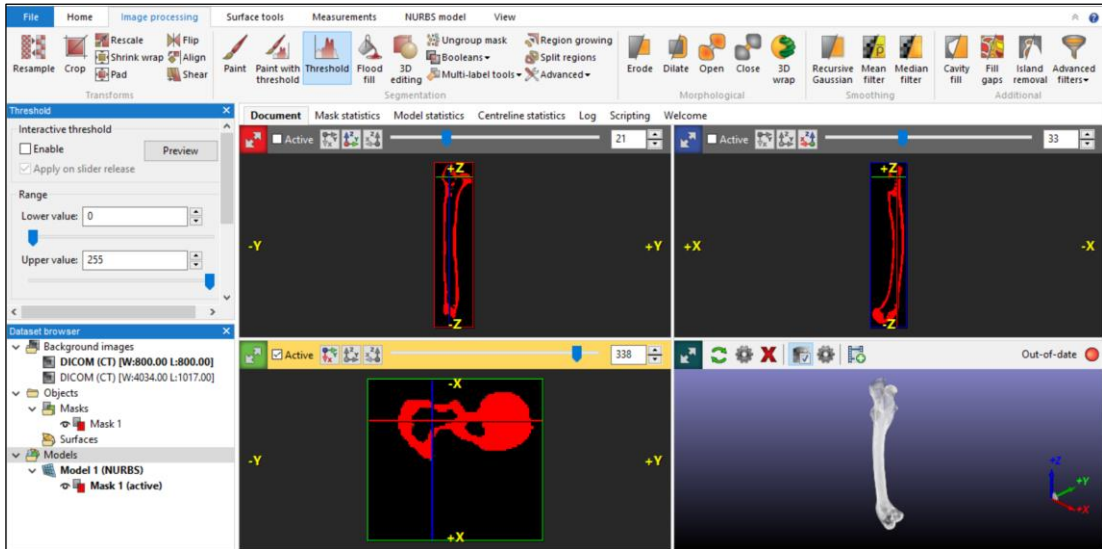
Ambiente para manipulação da tomografia no ScanIP™
